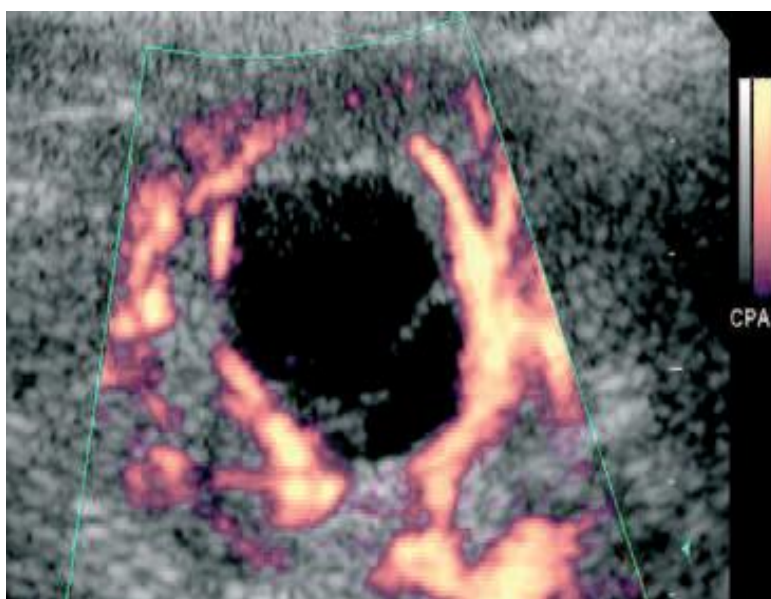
/283/Échographie-doppler (mode puissance) d'un kyste cloisonné.
